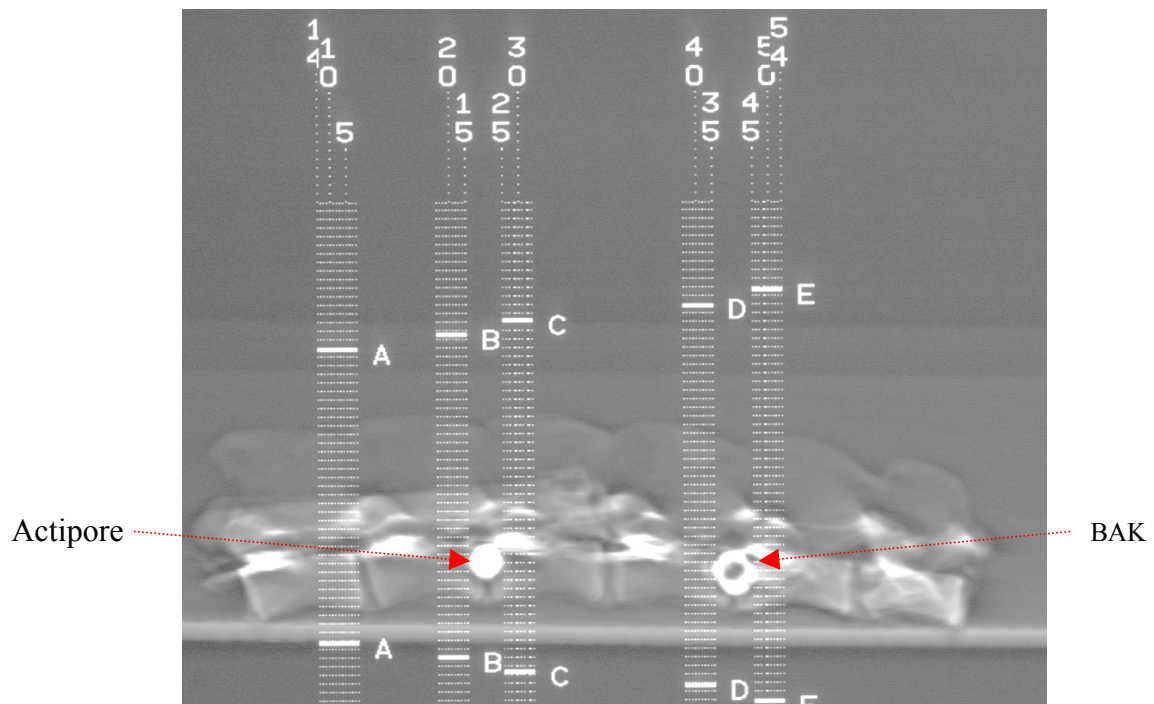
10. Observation des sites choisis (B, C, D, E) pour réaliser des coupes CT autour des implants.
